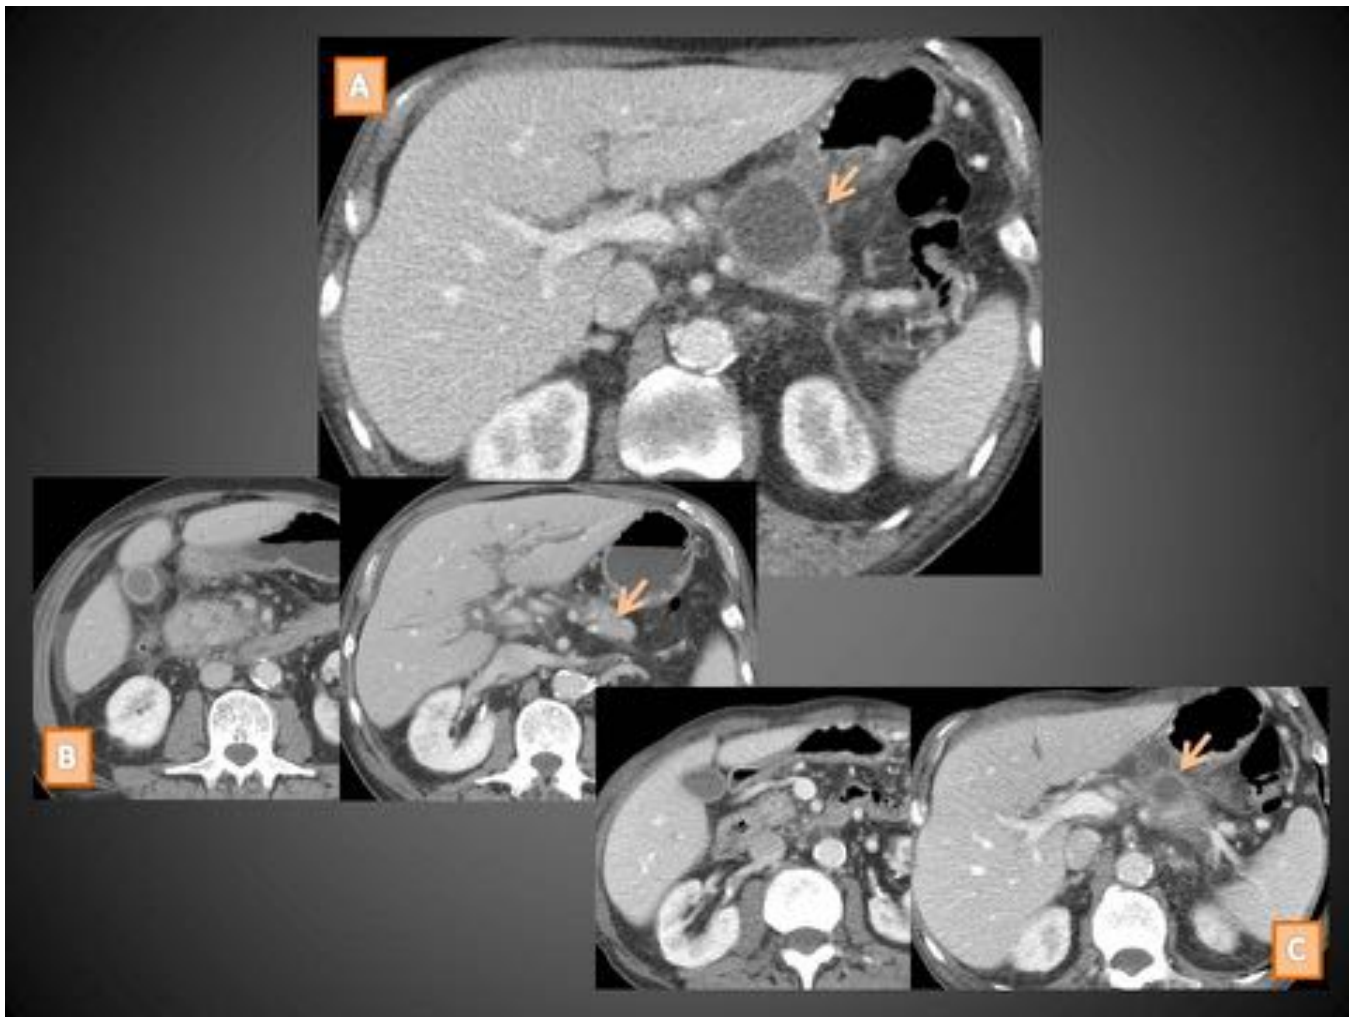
Varón de 67 años con antecedentes de pancreatitis que ingresa por dolor epigástrico. En el TC (A) se observa una LQP en la cola de pared gruesa bien definida y contenido homogéneamente hipodenso sugerente de pseudoquiste. En un TC de dos años antes (B) se constatan cambios de PA edematosa manifiestos sobre todo en la cabeza sin evidenciar colecciones. En un nuevo TC realizado 26 días después del actual (C) se aprecia una disminución de la LQP, lo que definitivamente confirma la sospecha.
